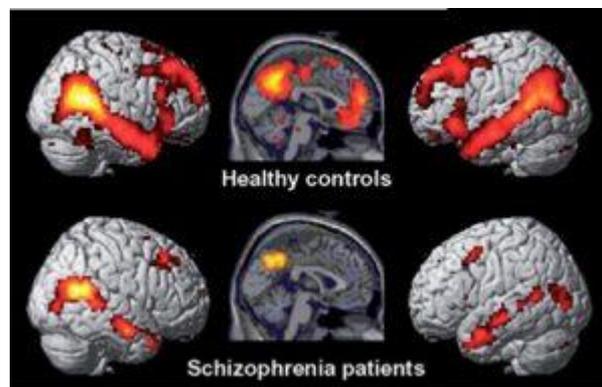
функциональное МРТ головного мозга у больного шизофренией и здорового человека
